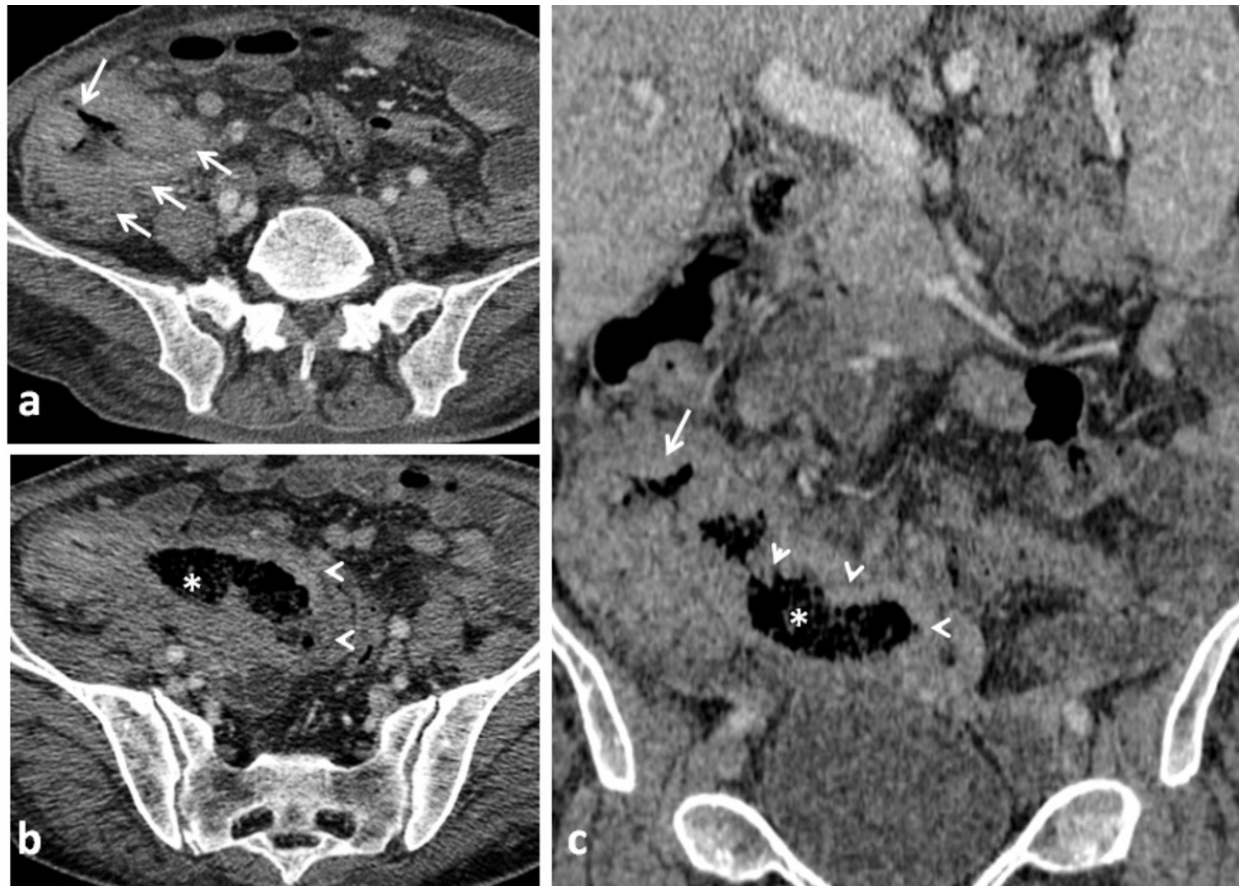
TDM abdominale améliorée avec coupes axiales (a et b) et coronale (c) : Tuberculose iléo- caecale pseudo-tumorale: épaissement irrégulier, hétérogène, sténosante de la paroi caecale principalement de la zone valvulaire (flèches) avec distension de l'iléon terminal (têtes de flèches). Notez le " signe des fèces " dans la boucle terminale démontrant la nature chronique de la sténose (astérisque) [67]
